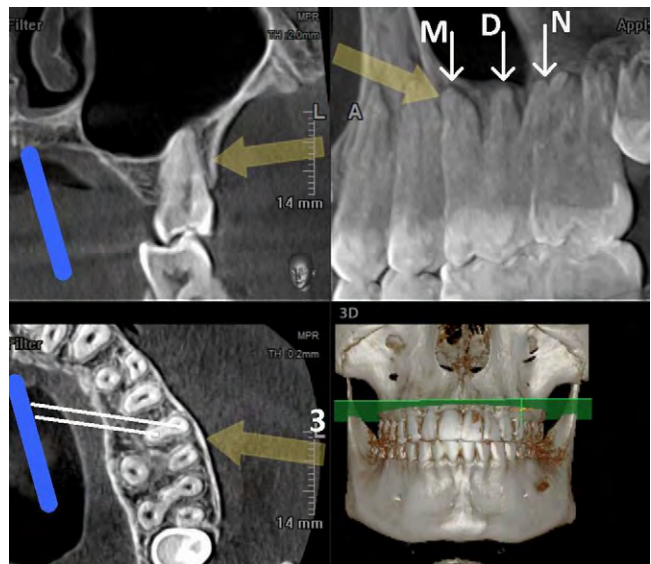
Мультипланарная реформация КЛКТ, прицельная визуализация переднего щечного корня зуба 2.6. В косой задней (дистально-эксцентрической) проекции на внутриротовой рентгенограмме зуба удастся получить раздельное изображение корневых каналов в мезиобуккальном корне, дистальный корень займет срединное положение, нёбный — дистальное
